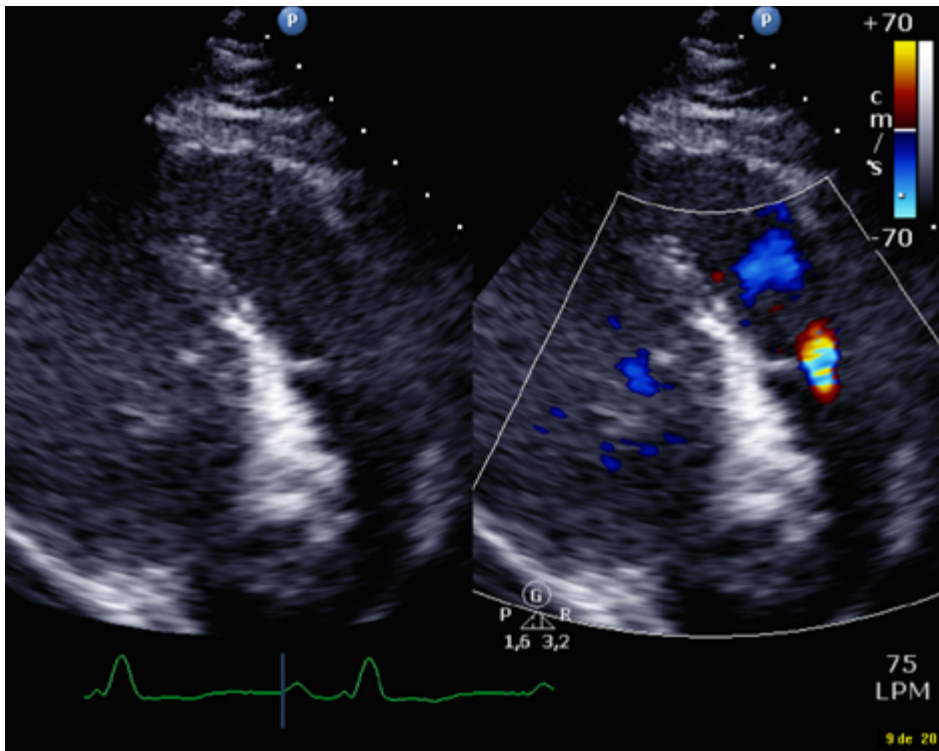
Insuficiencia valvular pulmonar. Jet de regurgitación pulmonar en doppler color.
